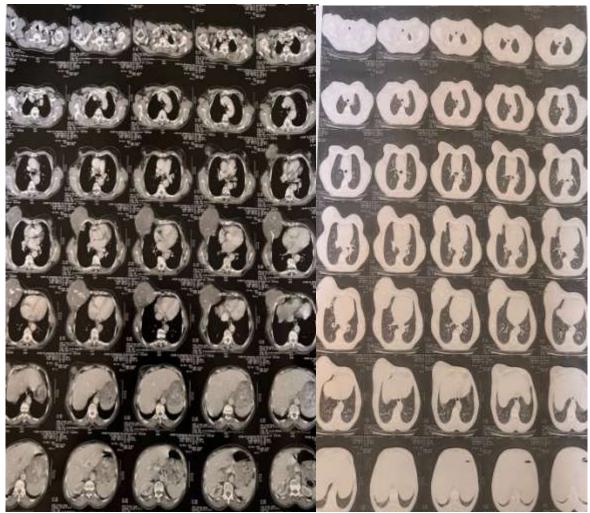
Clichés de la TDM.
